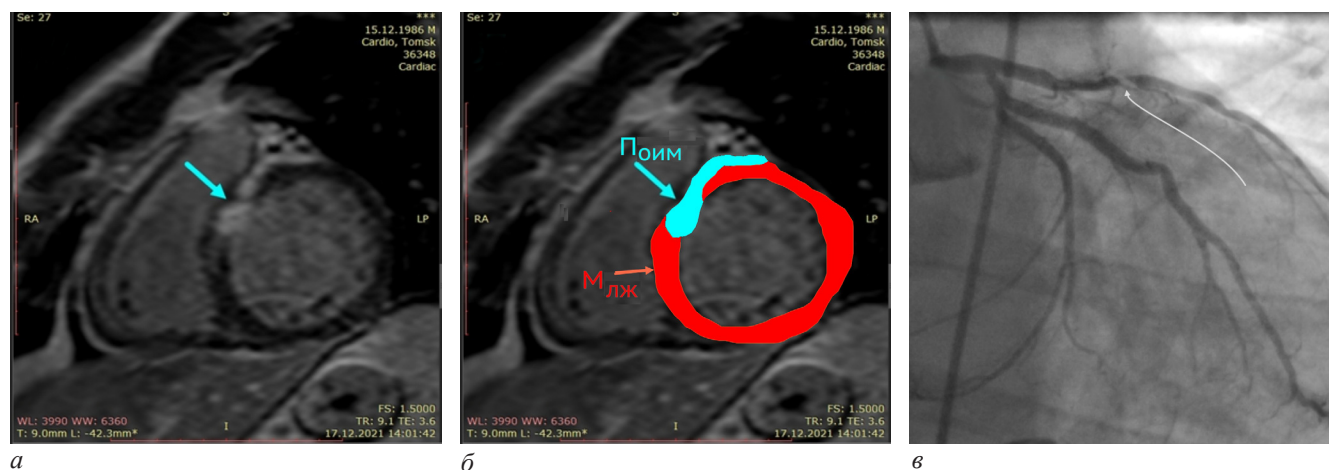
Методика расчета объема повреждения миокарда при контрастированной МРТ. На срезах МРТ сердца по короткой оси левого желудочка, на которых была видна зона повреждения как участок накопления контраста-парамагнетика (*а*, зона инфарктного накопления парамагнетика отмечена стрелкой), средствами обработки изображений полуавтоматически выделялась область миокарда $M_{ЛЖ}$ в целом (*б*, отмечена алой стрелкой и областью) и инфарктного повреждения (*б*, $MP_{ОИМ}$ с бирюзовой стрелкой и областью поверх области ЛЖ в целом). Затем суммированием по всем срезам исследования величин $M_{ЛЖ}$ определялась полная масса миокарда левого желудочка $MM_{ЛЖ}$. Суммированием величин $MP_{ОИМ}$ по всем срезам, на которых было видно инфарктное повреждение миокарда, определялась масса поврежденного миокарда $MP_{ОИМ}$. Соотношение их легко рассчитывалось просто как отношение $MP_{ОИМ}/MM_{ЛЖ}$. Катетеризационная коронарограмма того же пациента (*в*), на которой хорошо виден критический стеноз передней нисходящей ветви левой коронарной артерии (отмечен стрелкой), послуживший причиной развития инфаркта, видимого в передней части перегородки и передней стенке (*а*)
